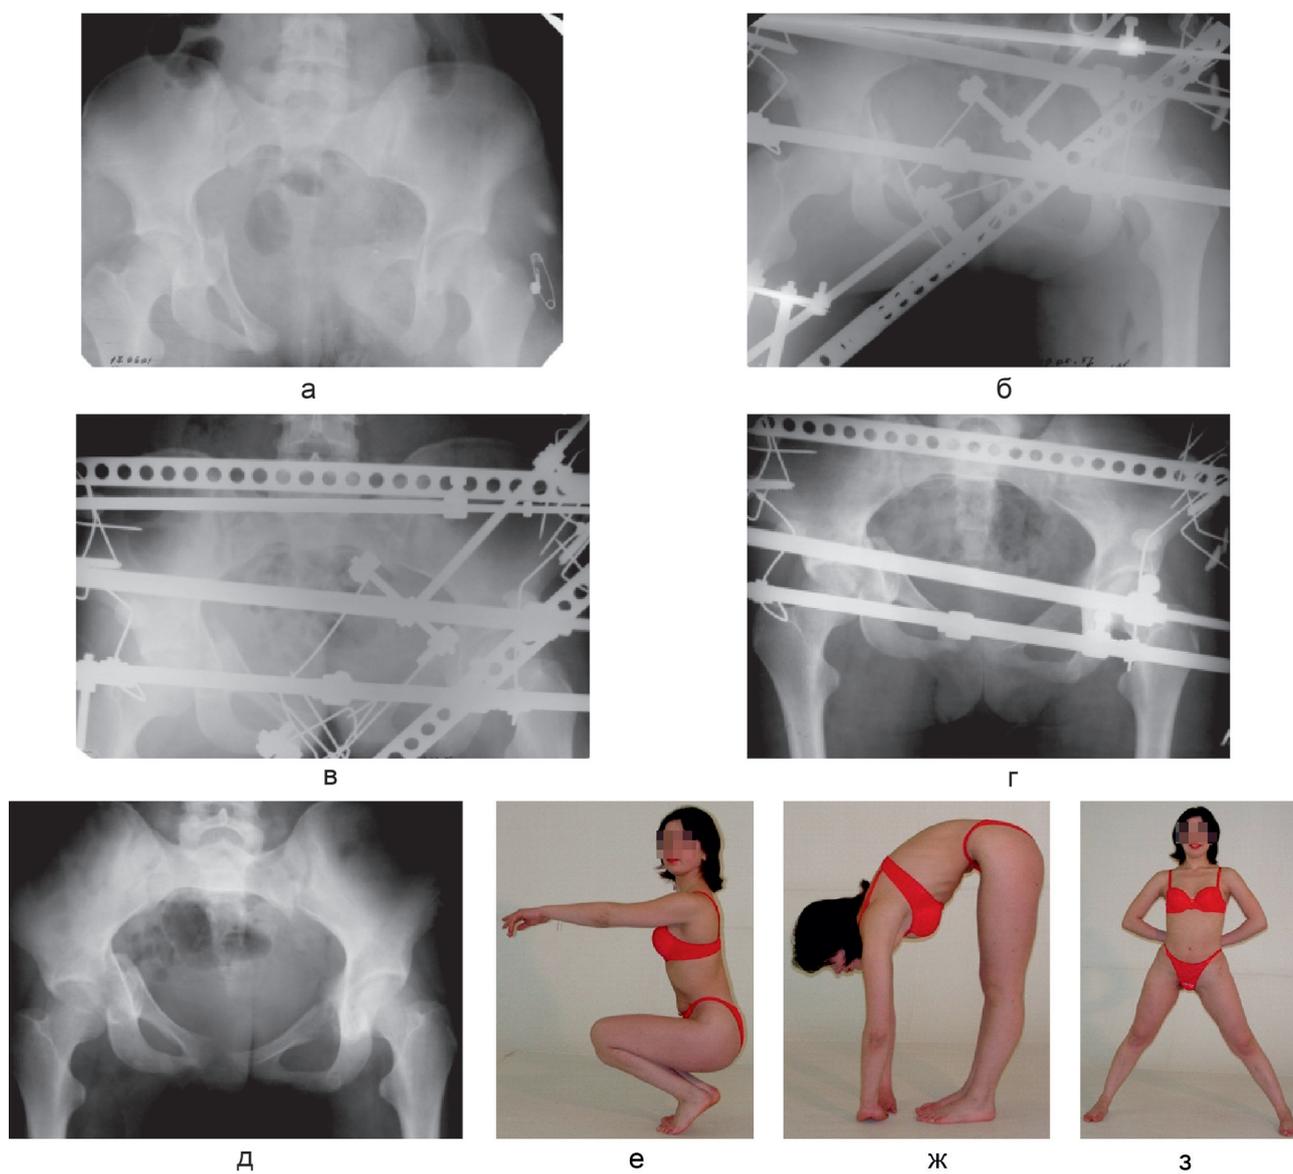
Больная Р.: рентгенограммы на этапах лечения и фото после завершения лечения (функциональный результат)
